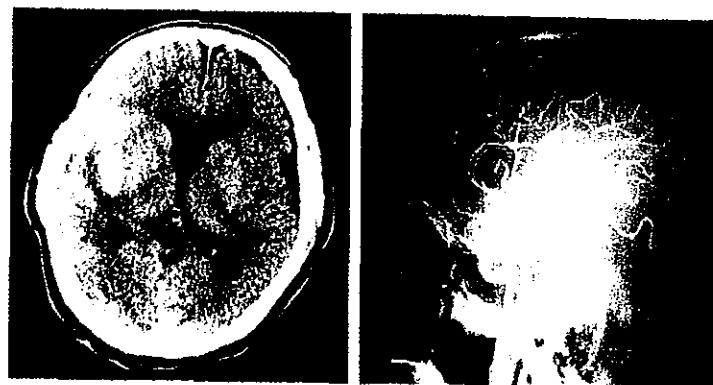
Computerised tomography scan (Left) and angiogram (Right) with lateral view on admission. (⇒) indicates aneurysm.
